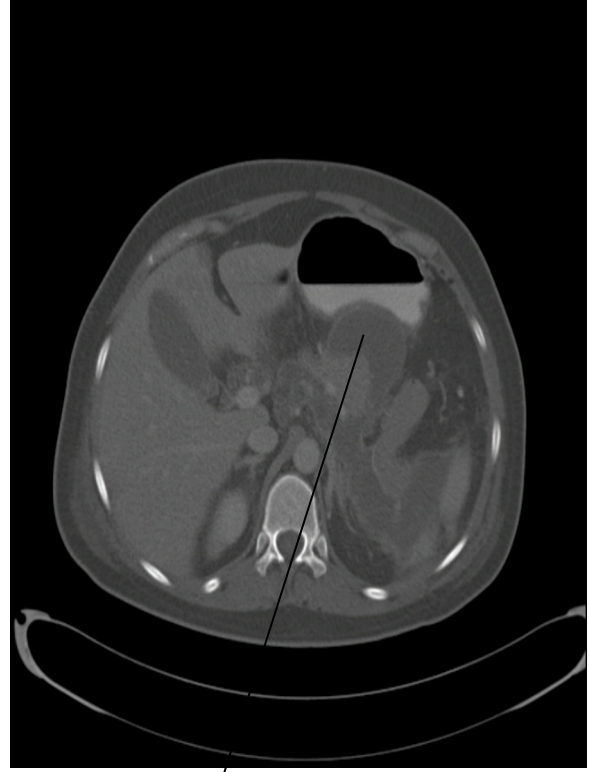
Kontrol Toraks Tomografisi
